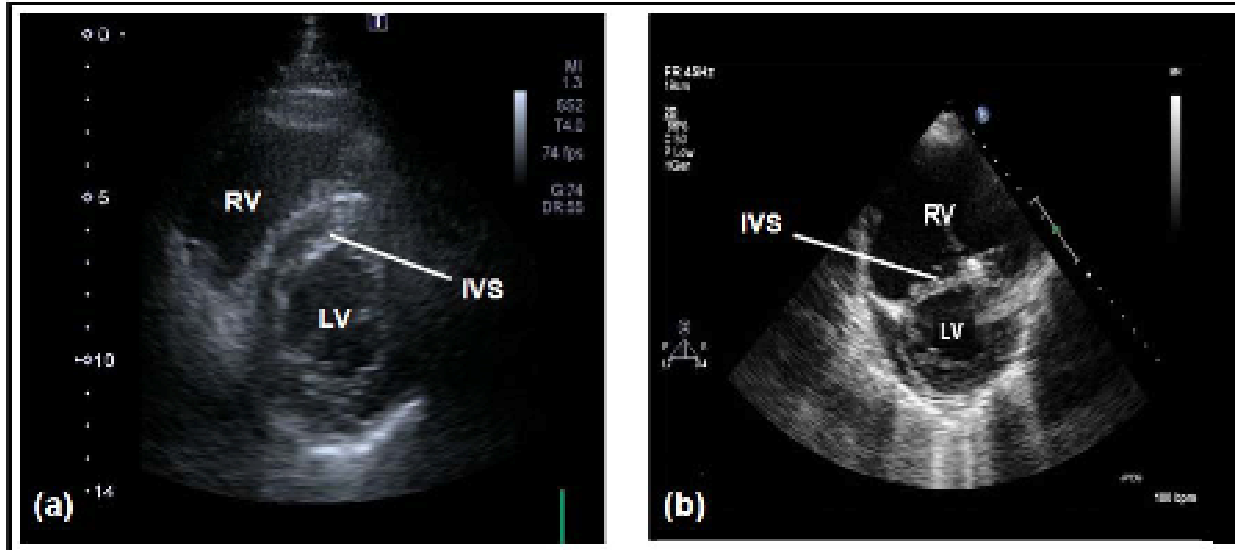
Short-axis view of a transthoracic echocardiogram in a normal subject (a) and a patient with an acutely dilated right ventricle (RV) in the setting of high pulmonary vascular resistance (b). The intraventricular septum (IVS) is D-shaped in (b), reflecting the acute RV pressure overload in this patient, and marked enlargement of the RV in (b) compared with (a). Courtesy of Dr Susanna Price, Royal Brompton Hospital, London, UK.
